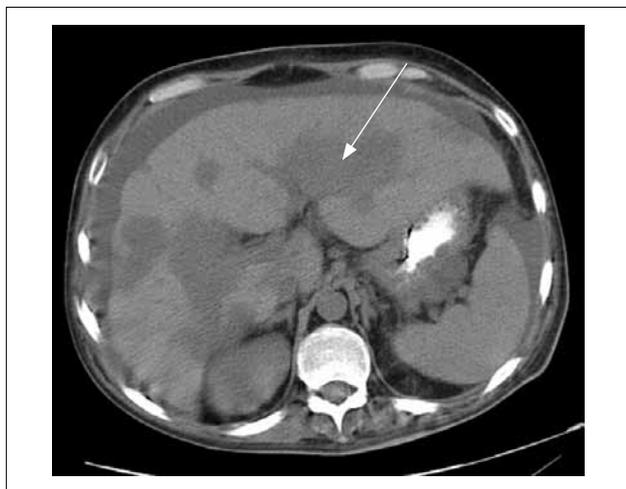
КТ органов брюшной полости после 3 курсов ПХТ: печень увеличена до 18 см, паренхима неоднородной структуры из-за обширных гиподенсных зон (указаны стрелкой), размеры отдельных участков уменьшены на 5–10 мм, размеры селезенки 108×46×157 мм.
